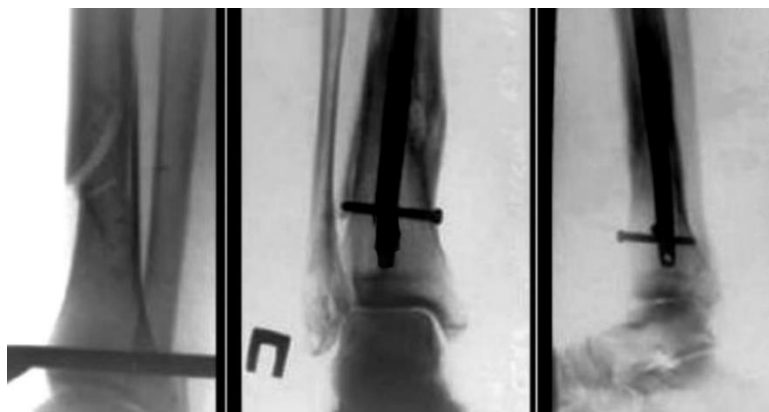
Radiografie preoperatorie - control postoperator cu eșec la mai mult de 2 ani de la implantare.
